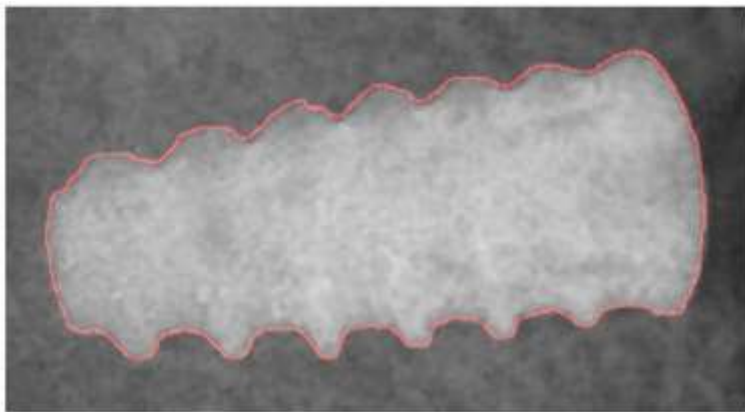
Representação da segmentação do implante na radiografia periapical, evidenciando o lado comprometido (superior da imagem) e o lado de maior nitidez (inferior da imagem).
